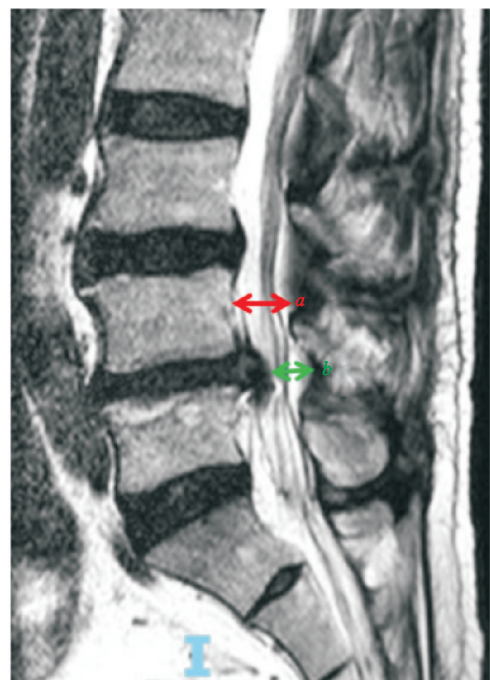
突出率的测量方法(图示为突出节段 MRI 正中矢状位图像,层厚为 4.0 mm)
